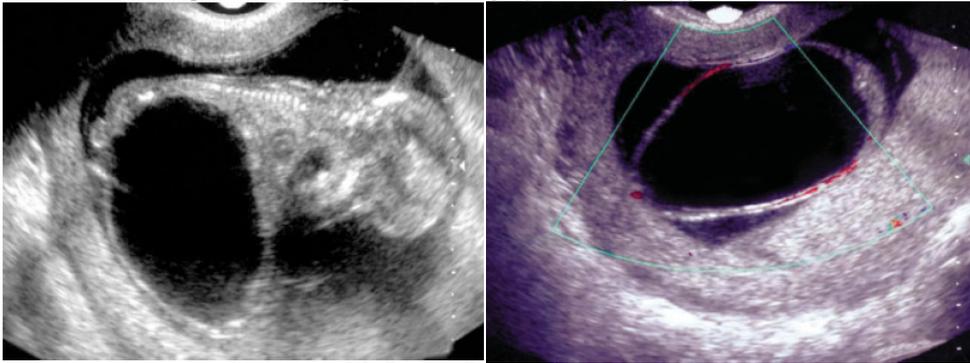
Hallazgos ultrasonograficos en 1er trimestre.
